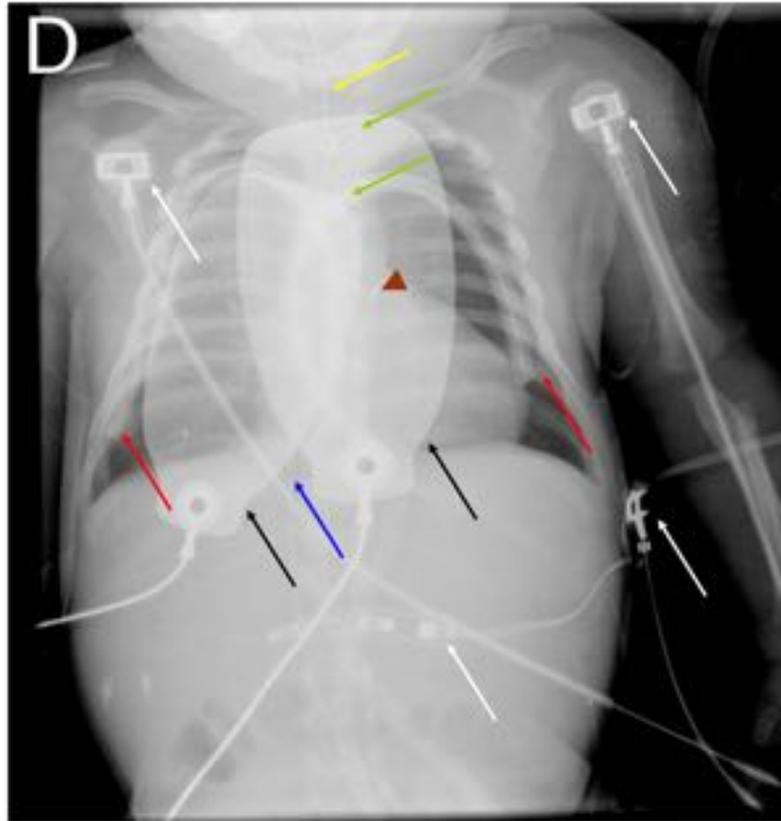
Neonato 1º día post-operatorio de cardiopatía congénita compleja. Radiografía post-parada cardiorespiratoria. Electrodo/placas de un solo uso, de gel sólido conductor adhesivo (flechas negras). También: un clip de cierre del ductus (cabeza de flecha marrón); dos drenajes pleurales (flechas rojas); vía venosa central umbilical (flecha azul);
